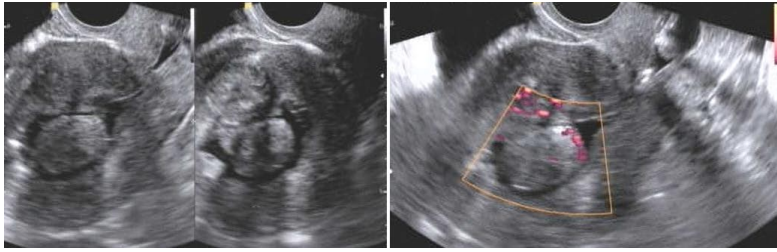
La ecografía transvaginal muestra un mioma submucoso pediculado. Nótese con mejor detalle y evaluación de la imagen. El análisis con el Doppler de amplitud se puede visualizar la vascularización periférica de la tumoración.
